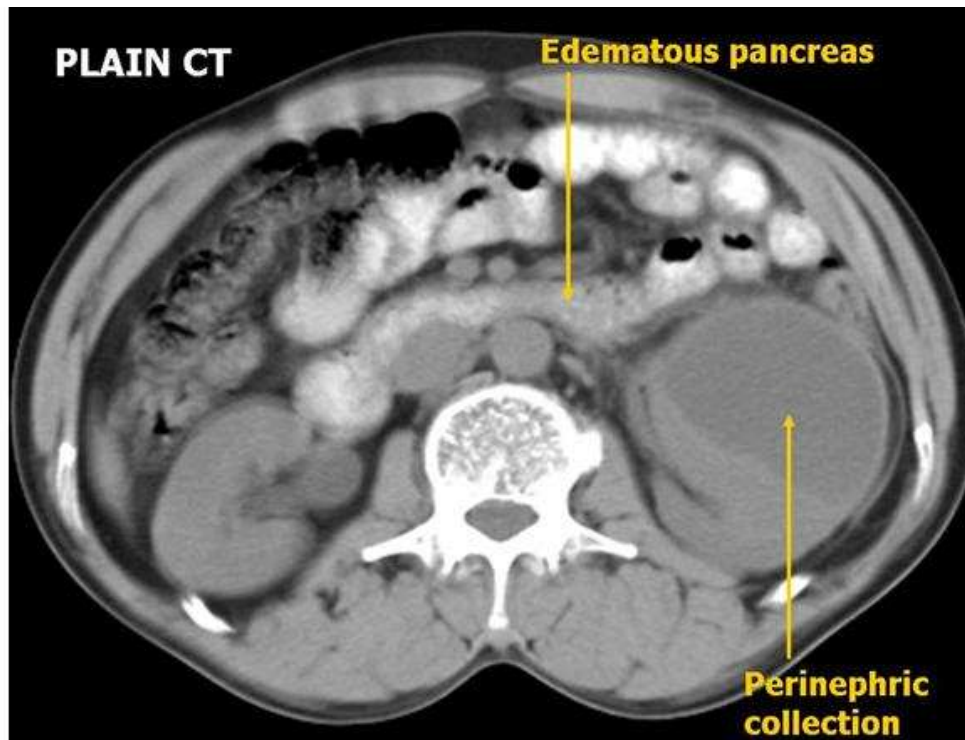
КТ. набряк підшлункової залози з паранефральним рідинним утворенням
